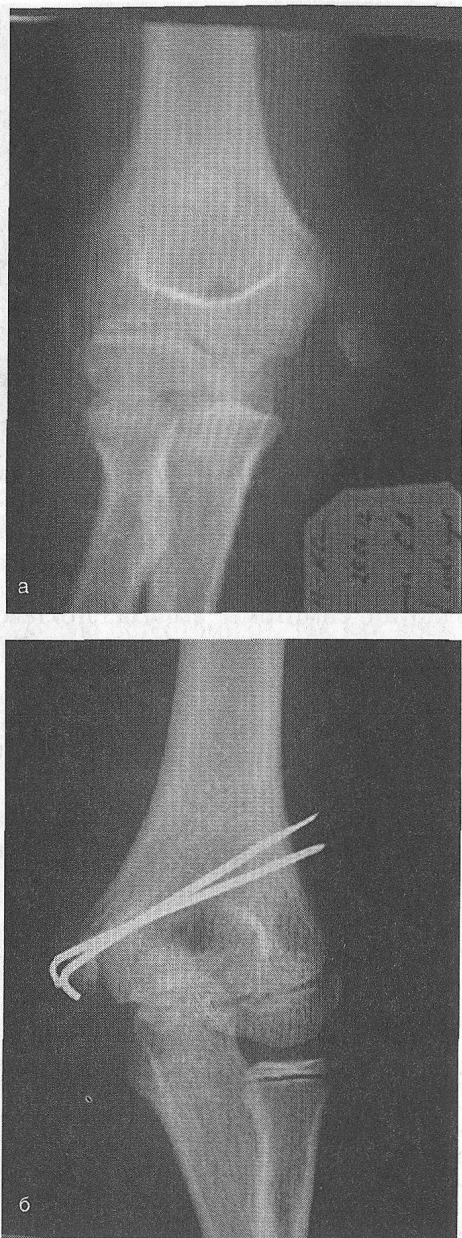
Закрытый апофизеолиз внутреннего надмыщелка плечевой кости (а); его коррекция (остеосинтез спицами) (б), рентгенограмма
